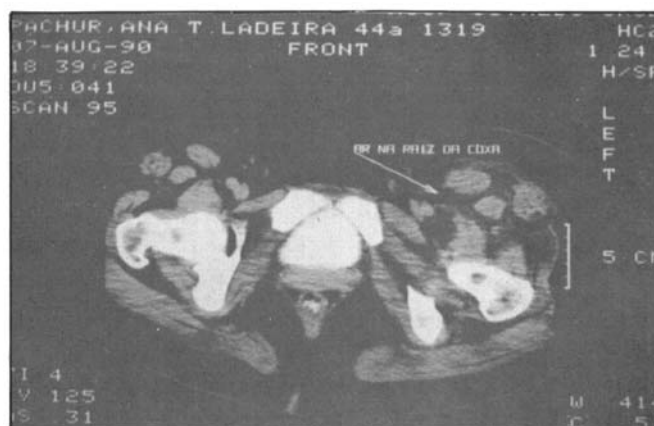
TC demonstrando imagens gasosas seguindo o trajeto muscular até a raiz da coxa esquerda.
